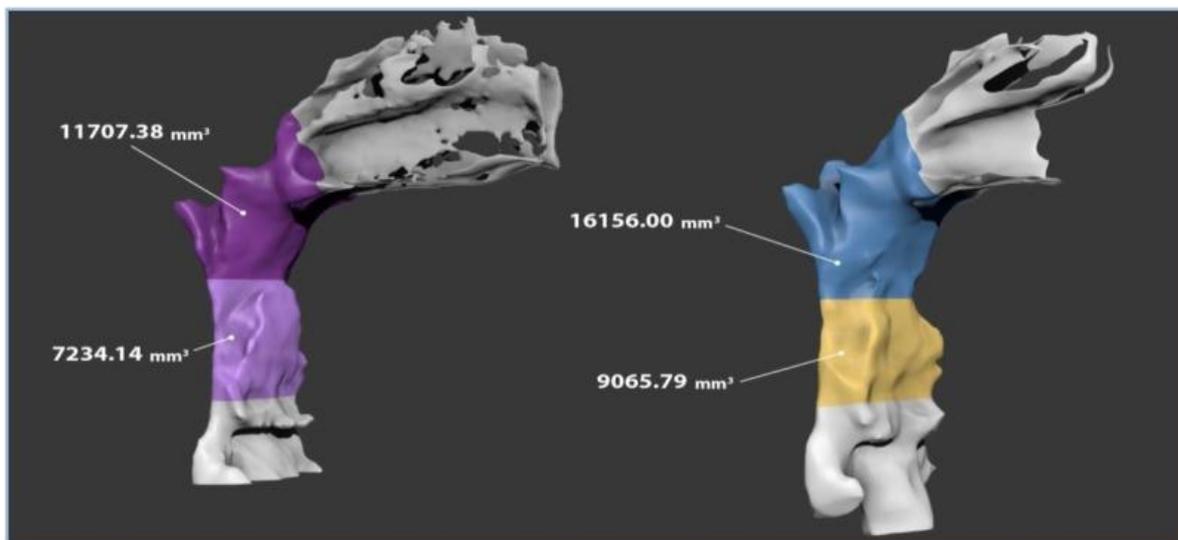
Radiografias e tomografia de um caso utilizando o Sistema Myobrace®, onde é possível comprovar o aumento do espaço orofaríngeo.
